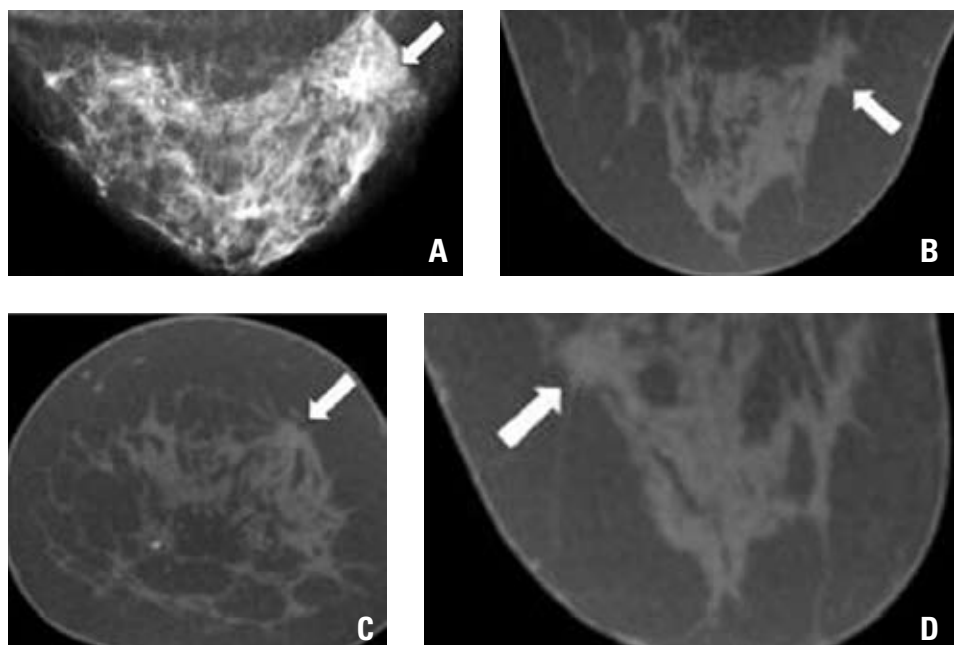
(A) Craniocaudale digitale mammografie en (B) transversale, (C) coronale, en (D) sagittale mamma CT-scans van de linker mamma tonen een gespiculeerde massa (IDC) (pijl) op 1 uur-positie in laterale bovenkwadrant [3]
